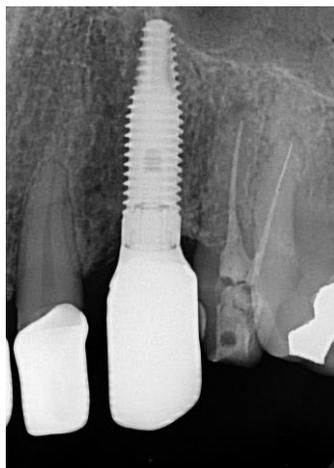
Radiografia periapical final elemento 23.
